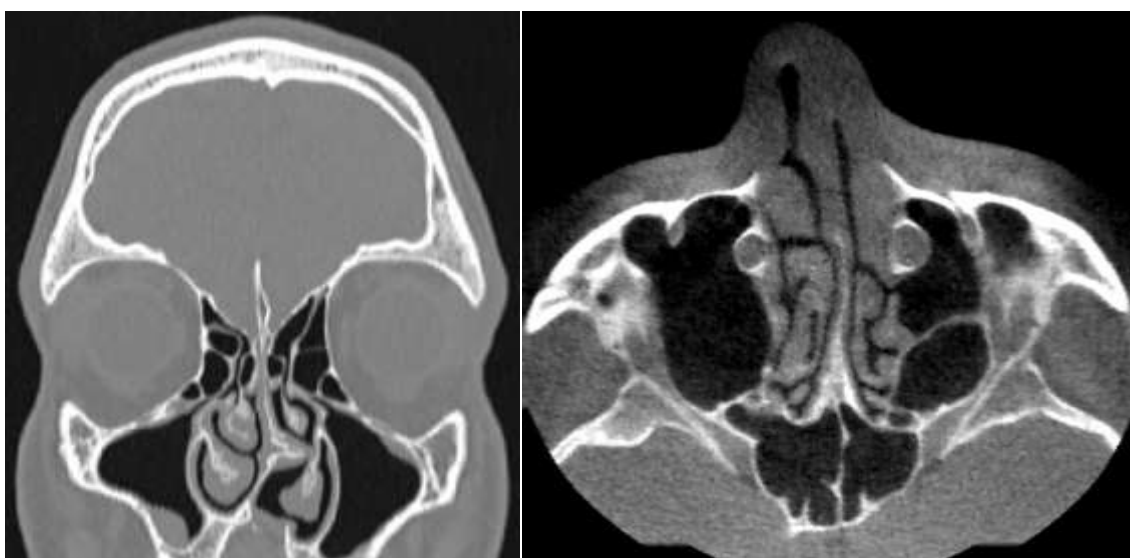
Мультиспиральная компьютерная томография средней зоны лица (горизонтальный и фронтальный срезы), с визуализируемым искривлением носовой перегородки и гипертрофией нижних носовых раковин
